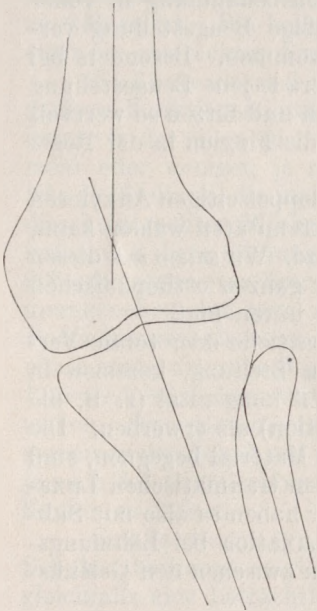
Konturpause eines Röntgenbildes von einem Genu valgum. (25jähr. ♂. Prkl. 9796, 22. 10. 1920.)
